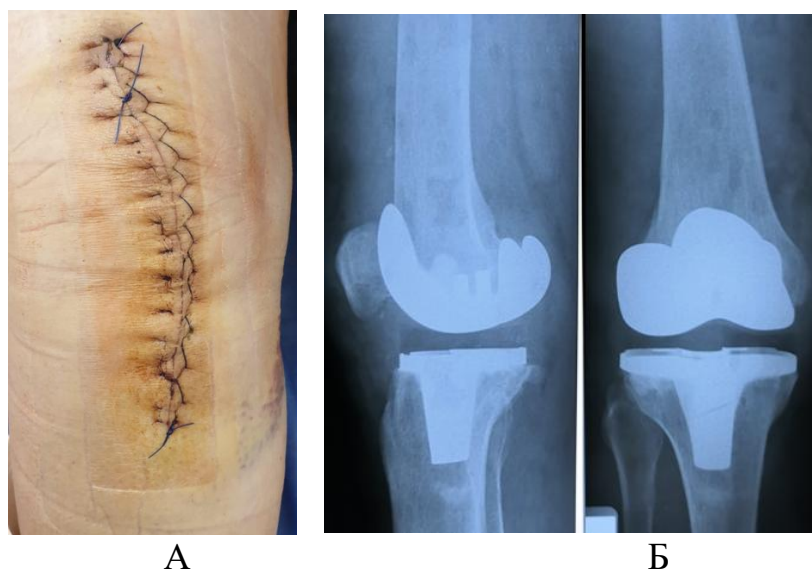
1 сутки после операции. А-вид п/о раны. Б-рентген коленного сустава в двух проекциях
